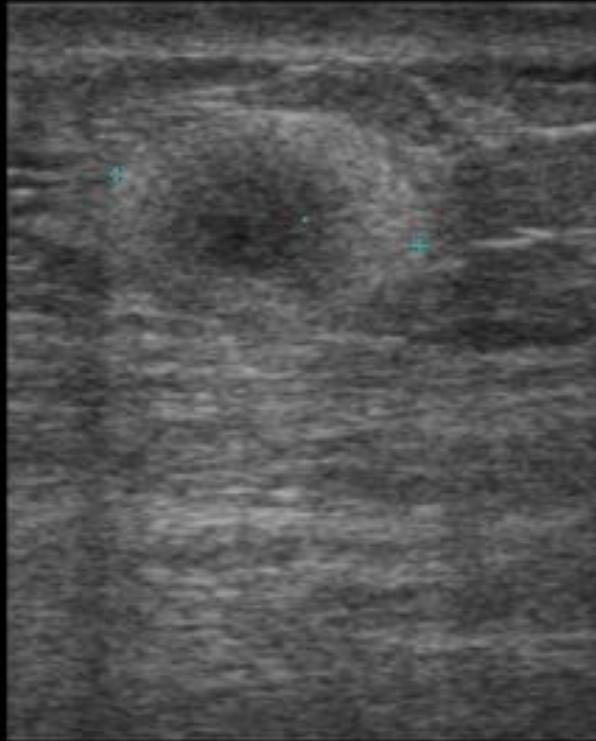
Mujer de 63 años que consulta por palpación de tumoración en CIIInt de la mama izquierda. En la ecografía la tumoración correspondía con una lesión hiperecogénica, nodular y de márgenes bien delimitados. El resultado de la biopsia con aguja gruesa fue de linfoma.
